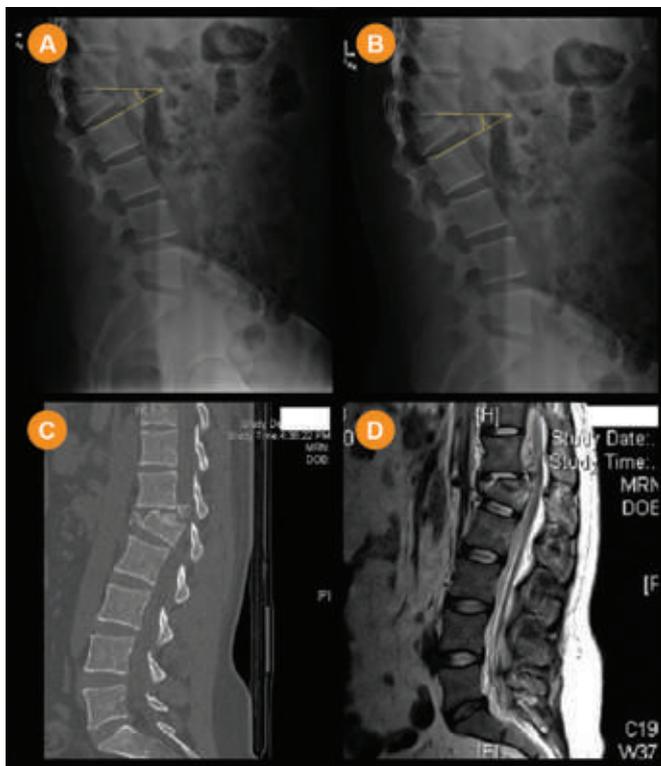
Preoperative radiologic investigation. Radiography (lateral view) reveals a fracture-dislocation at L1 with severe spinal canal effacement. Preoperative sagittal local kyphotic deformity showed by lines (A). CT scan (sagittal reformatted view): compression fracture of L1 with comminuted fragments extending into the spinal canal (B). CT scan (sagittal reformatted view with bone window): retropulsion of the superior and posterior part of the vertebral body and height loss of the vertebral body (C). MRI (sagittal T2-weighted view): epidural blood at T12 L1 level, moderate spinal canal narrowing and uplifting of the posterior longitudinal ligament at T12 L1 level (D).
